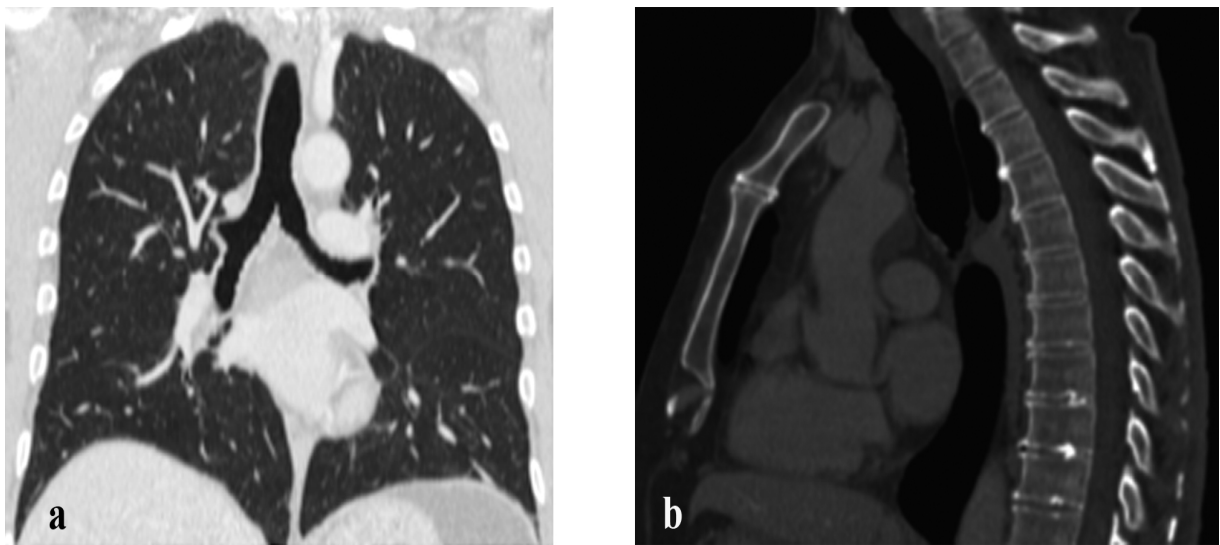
(a) TC coronal. Ventana de pulmón. (b) TC sagital. Ventana de hueso.
